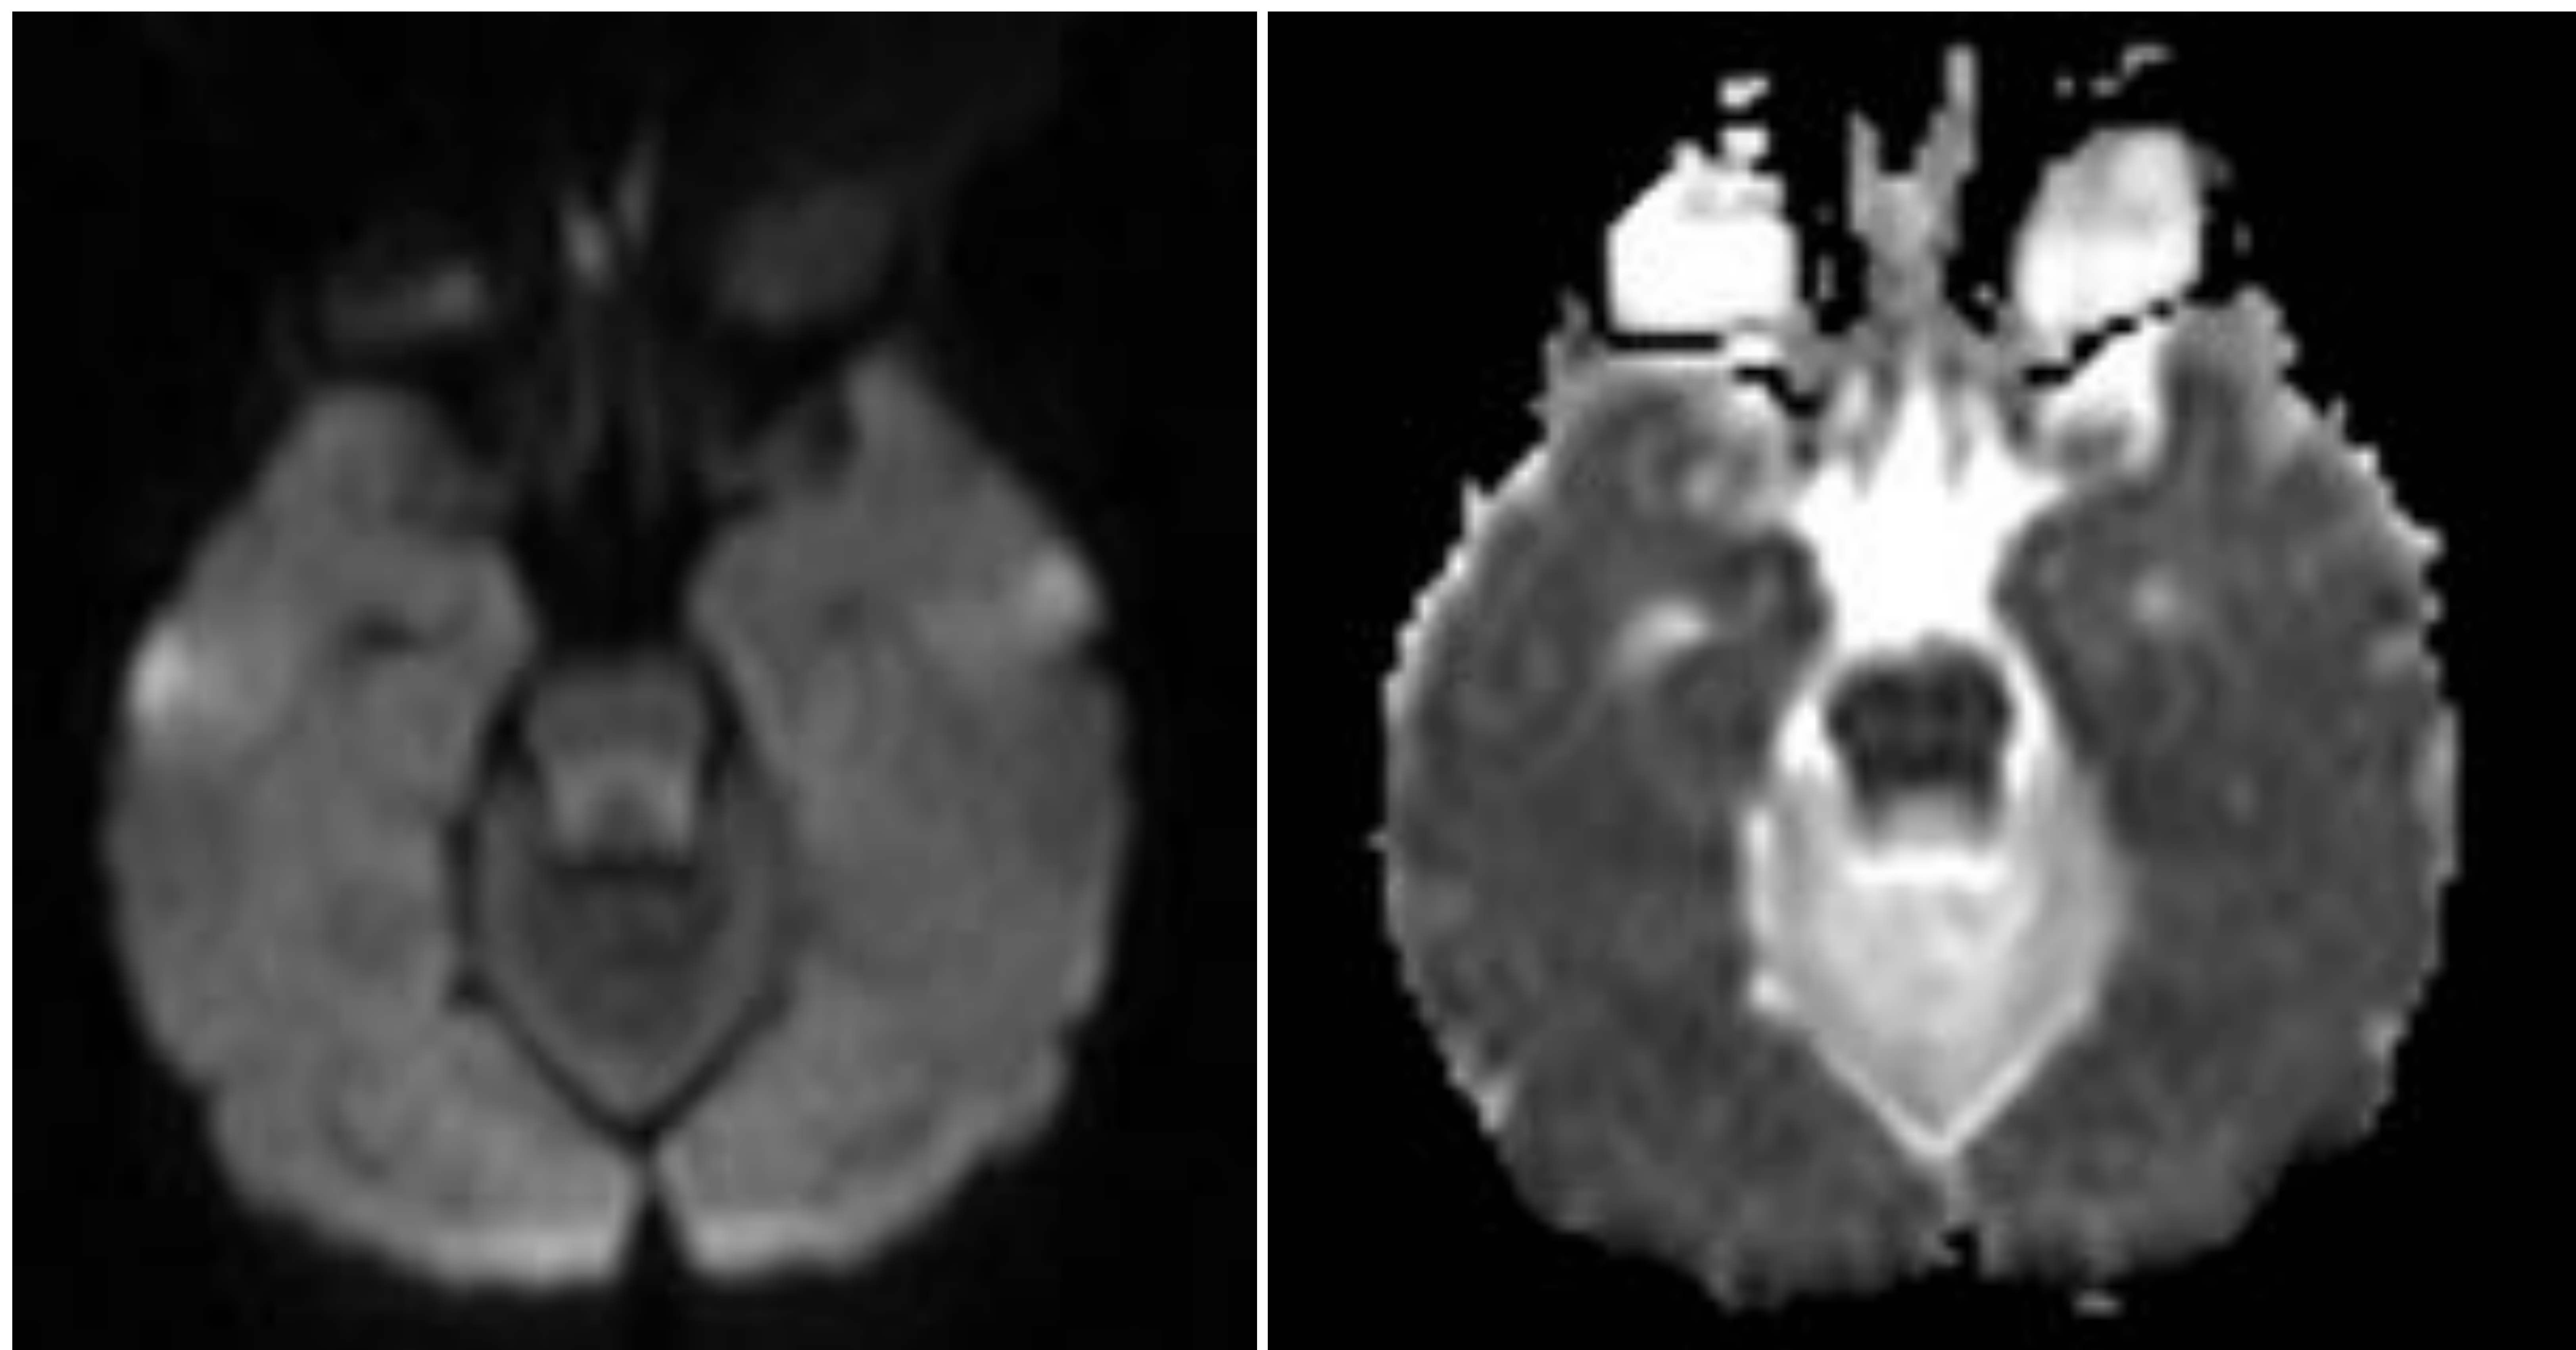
RM: difusión-ADC, gadolinio.
